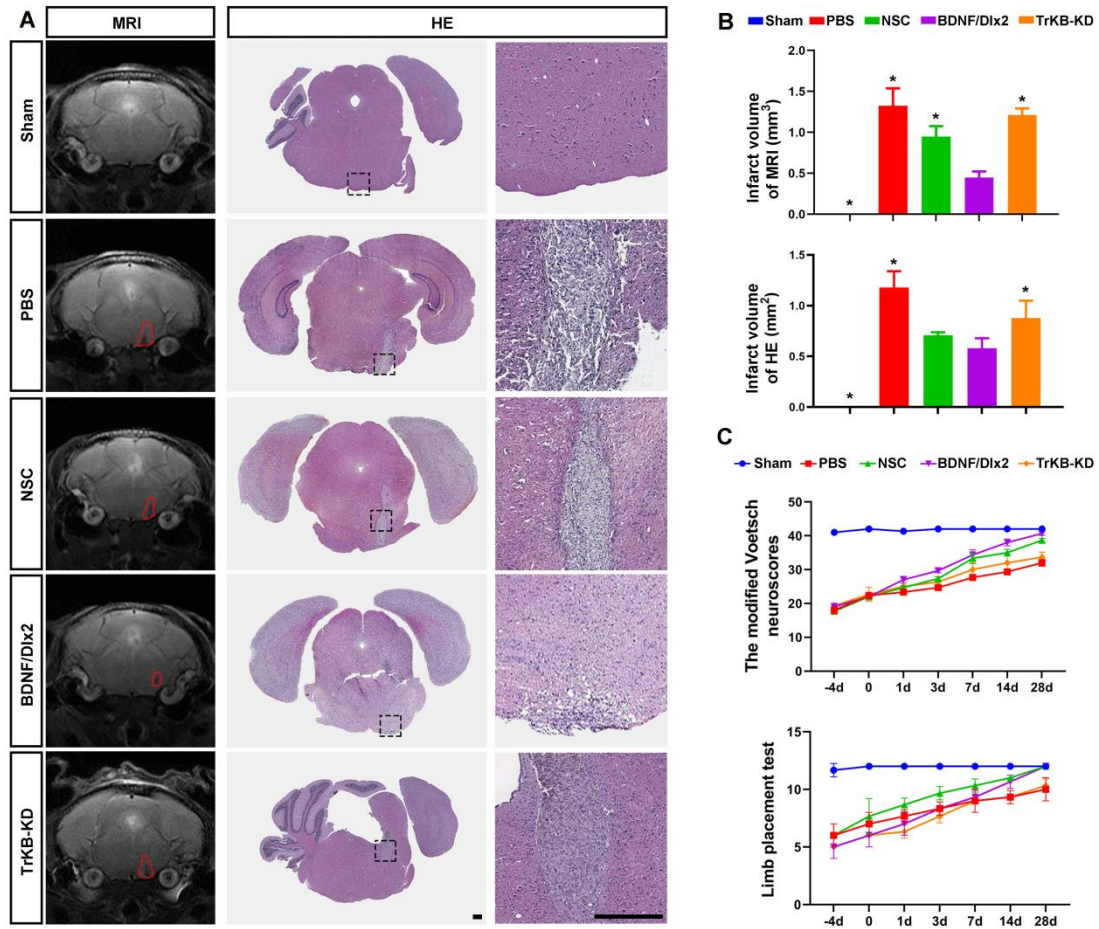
NSCs 移植治疗脑桥梗死。(A) MRI 和 HE 染色检测并测量梗死体积，红色虚线代表梗死区域。(B) 直方图显示 MRI 测量梗死体积 (上图)；HE 染色测量梗死面积(下图)。(C) 在移植后不同时间点分别采用 Voetsch 评分 (上图) 和肢体放置试验 (下图) 对神经功能进行评估。* 代表与 BDNF/Dlx2 组比较。比例尺= 300 μm 。
